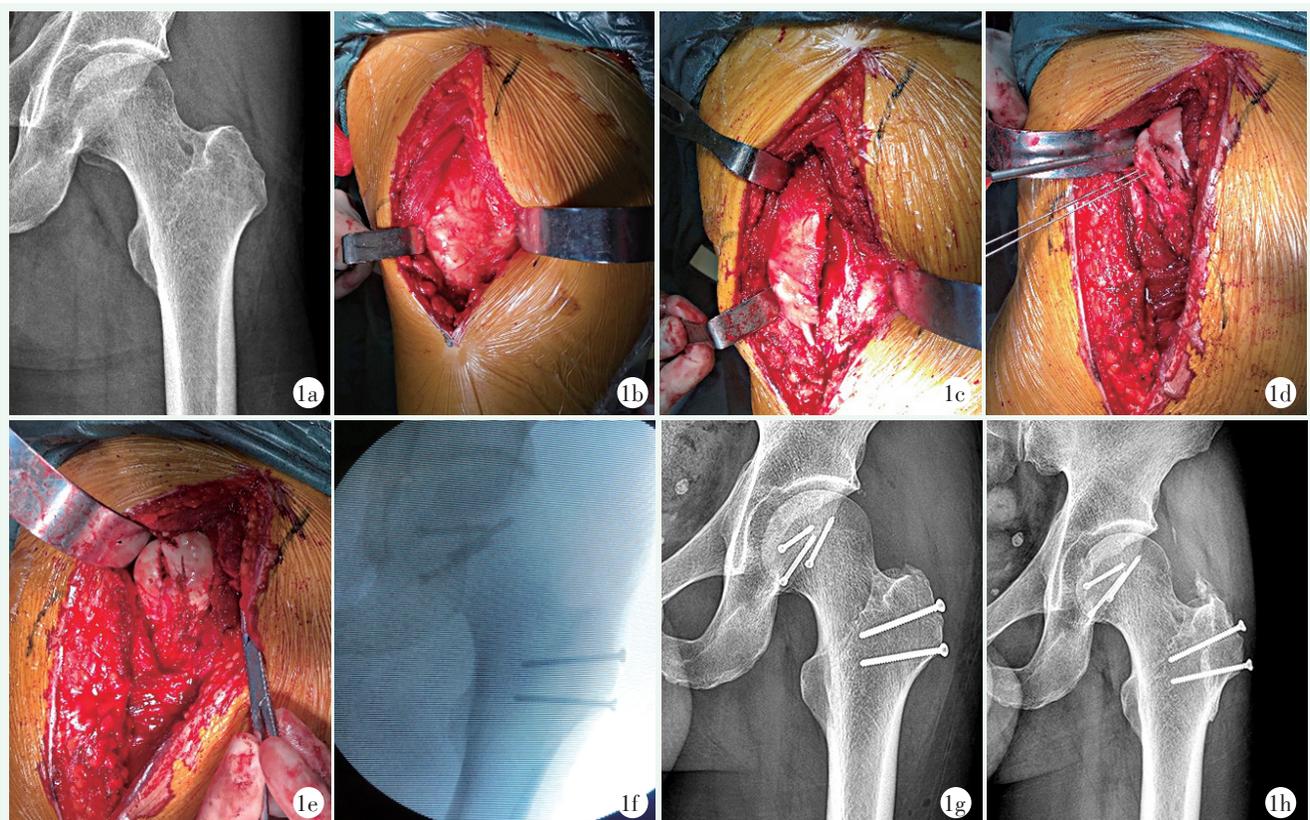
患者，男，39岁，股骨头骨折 Pipkin II型 1a: 术前髋关节CT三维重建示股骨头骨折 Pipkin II型 1b: 暴露大转子 1c: 自大转子顶点后上方至股骨外侧肌后缘纵向截骨，使大转子截骨块厚约1.5 cm 1d: 复位股骨头骨块后用空心钉导针进行固定 1e: 螺钉固定并将钉尾埋到软骨下 1f: 术中透视见股骨头骨块、大转子截骨块复位良好，髋关节复位 1g: 术后髋关节正位X线片示骨折端对位良好，髋关节复位，大转子截骨块固定良好 1h: 术后6个月髋关节正位X线片示股骨头及大转子骨折端愈合良好，髋关节间隙良好，股骨头无坏死
